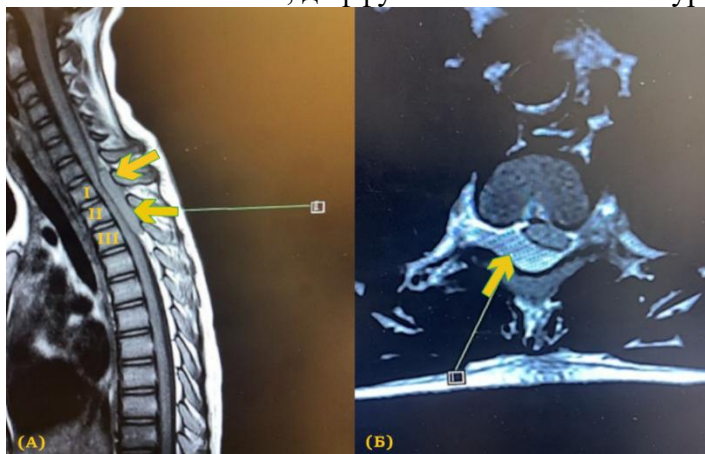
МРТ грудного отдела позвоночника (1а – сагиттальная проекция; 1б – аксиальная проекция) – объемное экстрадуральное образование на уровне Th1– Th3 с синдромом острой компрессии спинного мозга.
